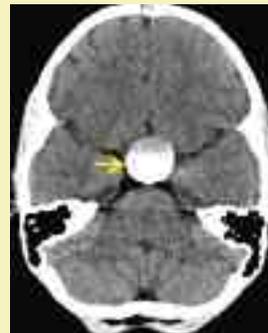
Abbildung links: Computertomographie (CT) eines Kraniopharyngeompatienten, bei dem eine große Zyste über einen Katheter mit Kontrastmittel gefüllt wurde und als runder weißer Fleck (Pfeil) sichtbar ist.
